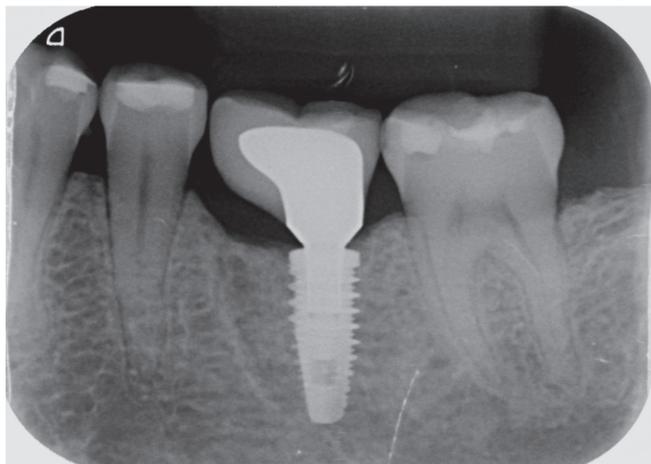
Radiografia periapical (2019) – Controle radiográfico realizado após 01 ano do tratamento, indicando manutenção das cristas alveolares e presença de regeneração óssea na região peri-implantar.
